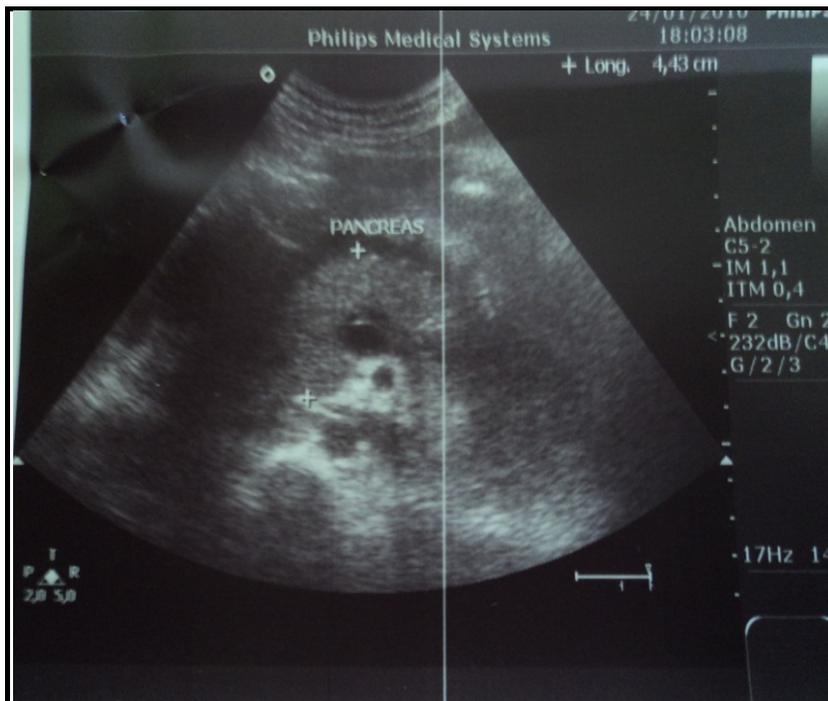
image échographique d'un pancréas augmenté de volume chez une de nos patientes.
